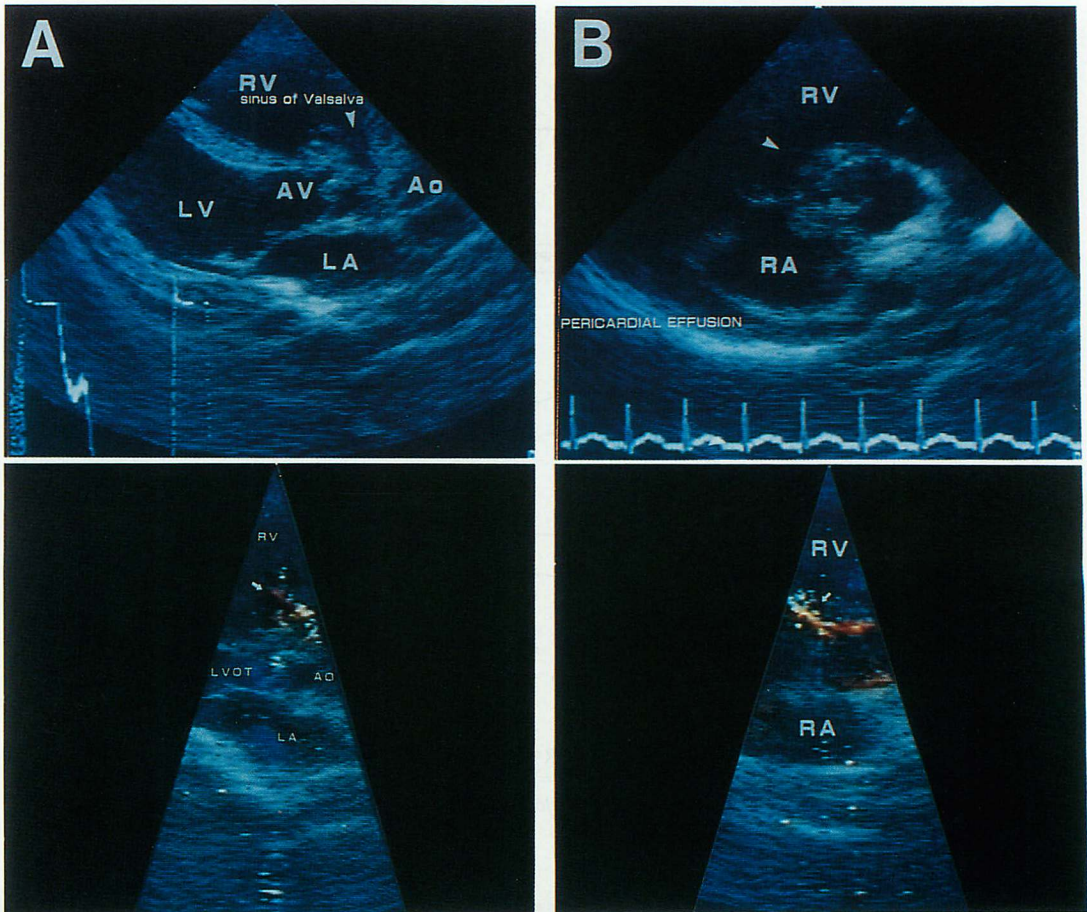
2-D echocardiogram and color flow mapping on the 10th hospital day
